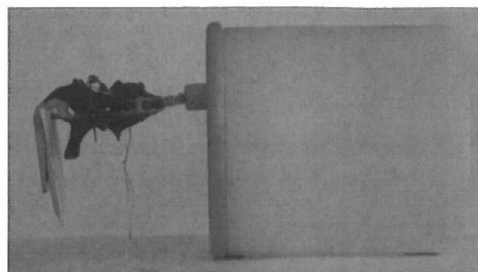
Radiographic device used to take the periapical radiographs by the intraoral paralleling technique: a hollow cylinder adapted to the X-ray film positioner (posterior system Rinn® XCP Instrument Kit, Dentsply, Elgin, IL) with a biteblock customized with acrylic resin (Pattern Resin®, GC America Inc., Alsip, IL) for each patient
